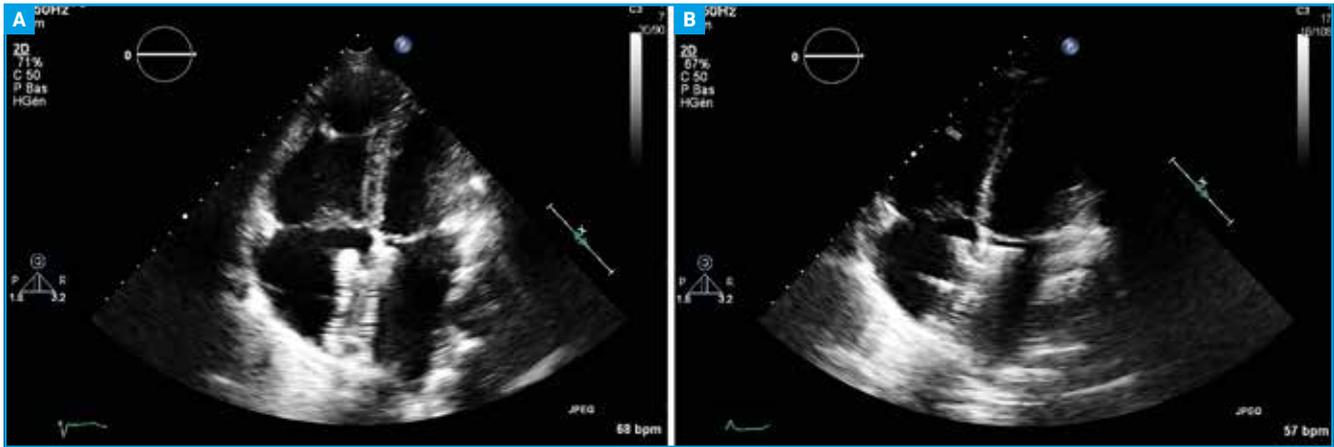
Même patiente que figure 5. Échographie transthoracique, coupe apicale 4 cavités à J1 (A) et 1 mois (B) : remarquer la diminution de la taille des cavités droites.
